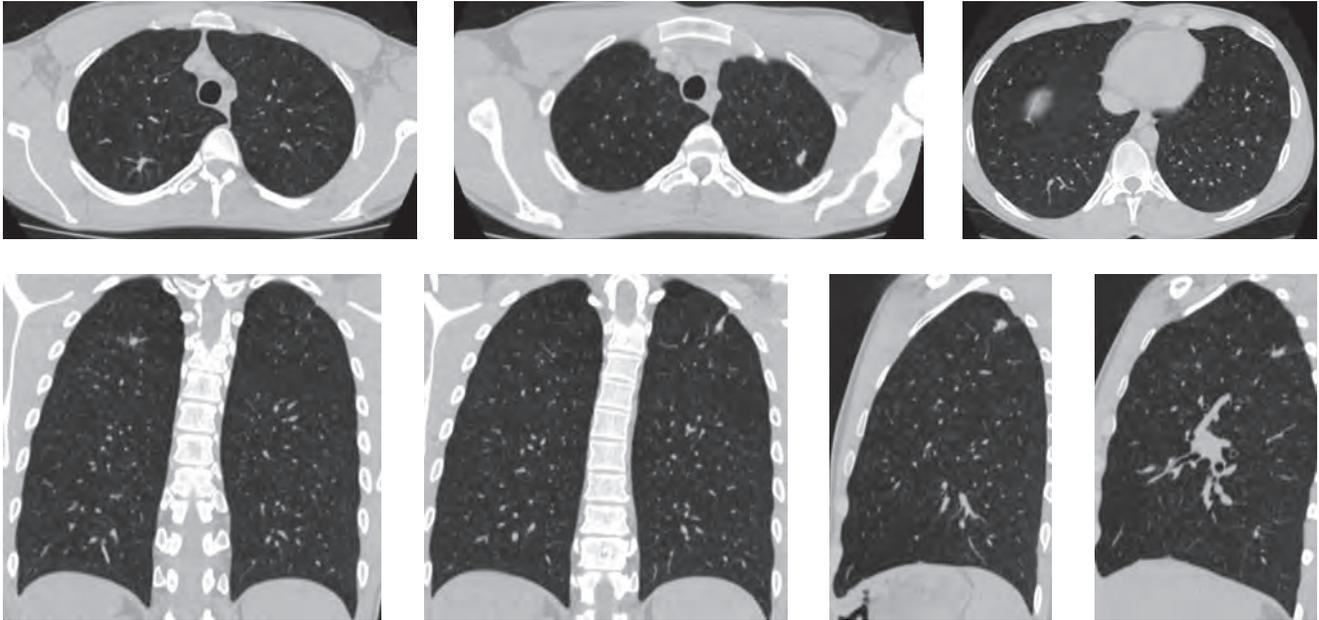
Компьютерные томограммы пациента Ф. в легочном окне в аксиальной проекции и MPR. Пояснения в тексте
